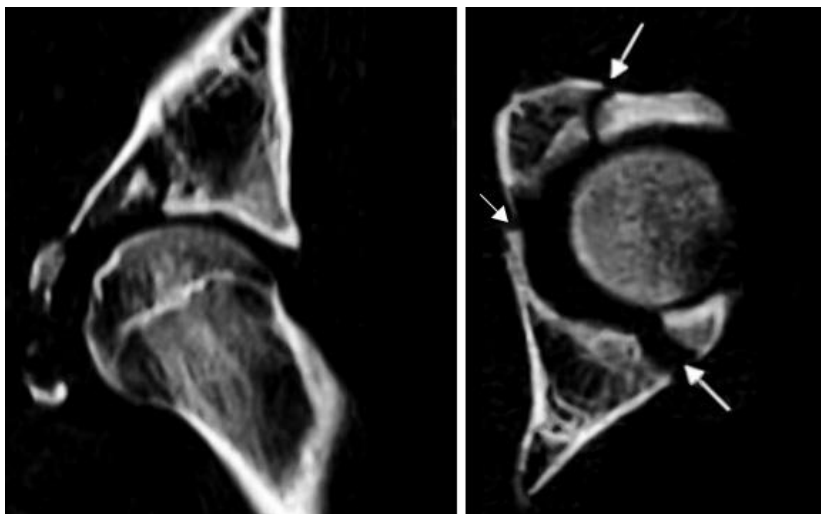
TAC: Imagen que muestra fractura del acetábulo.
